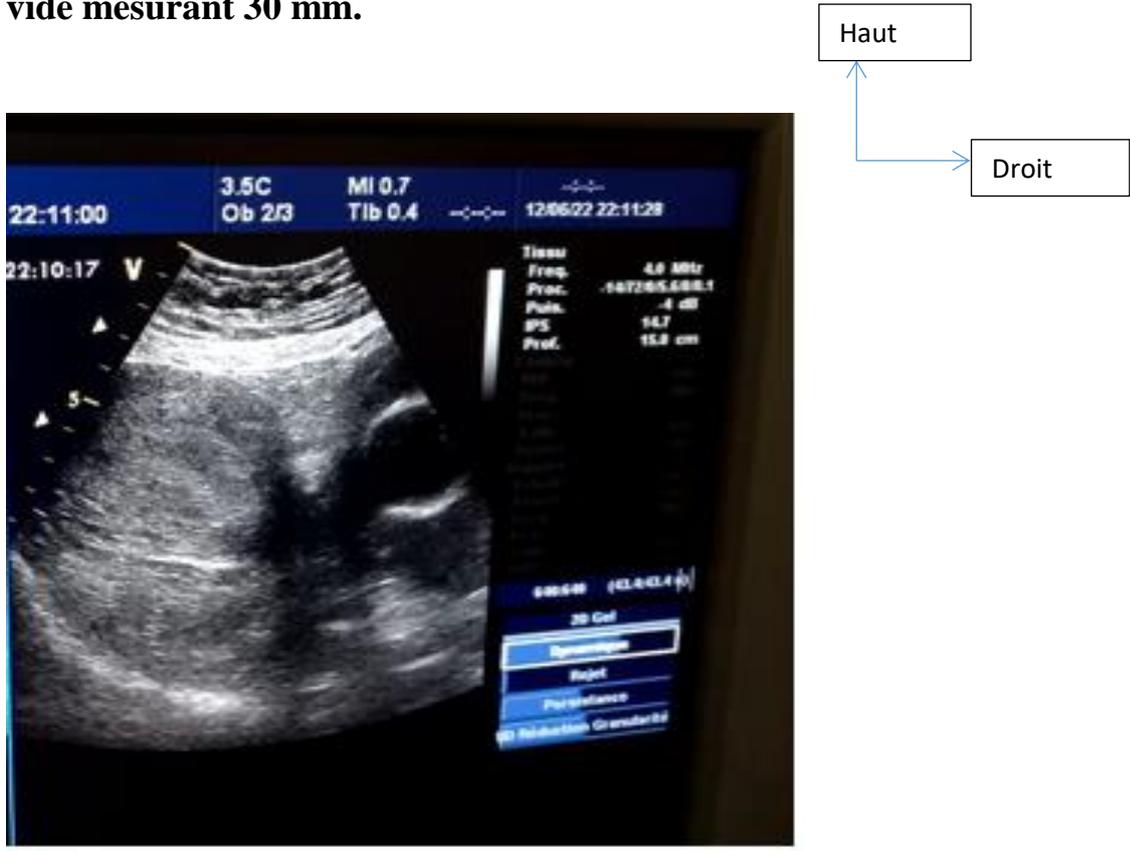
Aspect échographie de l'incisure intercornuaire (signe du V est positif)
